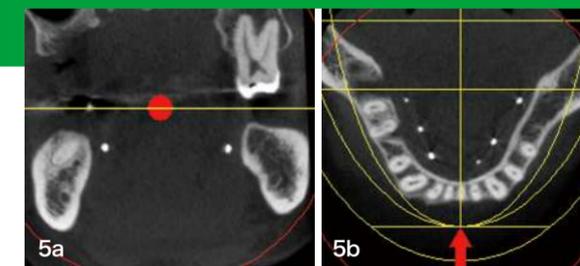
CT撮影用テンプレートの①舌側に、②両側にまたがり、③根尖付近に、④サベヤヤーを使って咬合平面と平行な位置にストッピングを埋め込んだ状態でCT撮影を行うと、ストッピングが作る平面によって咬合平面を確認できる。
